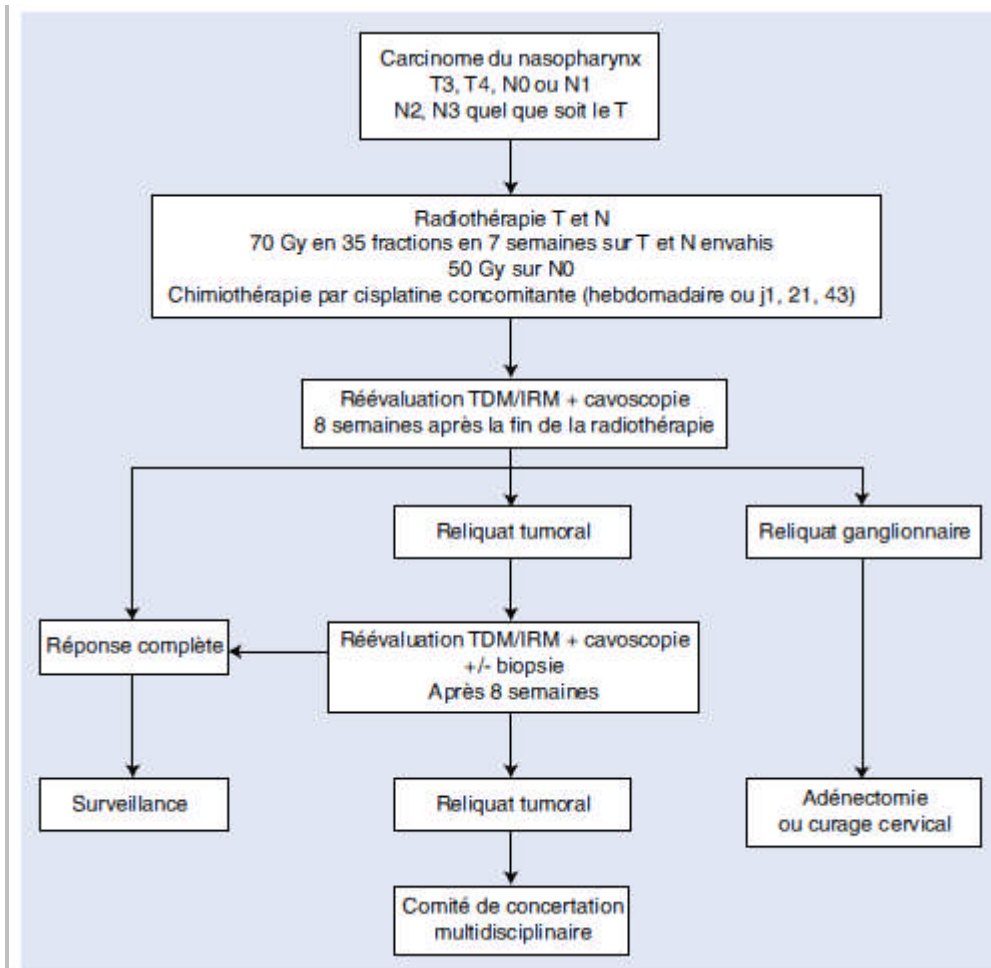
Arbre décisionnel. Stratégie thérapeutique devant un carcinome du nasopharynx T3,T4,N0 ou N1 ,N2 ,N3 quel que soit le T . TDM :tomodensitométrie ; IRM : imagerie par résonnance magnétique[22].
